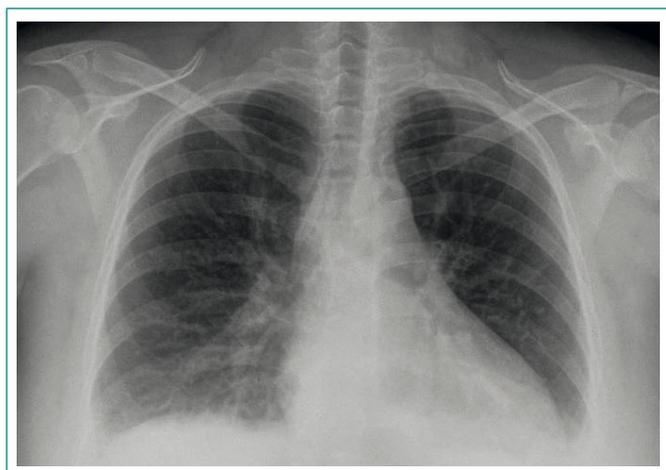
Radiografía de tórax: ligero derrame pleural bilateral
